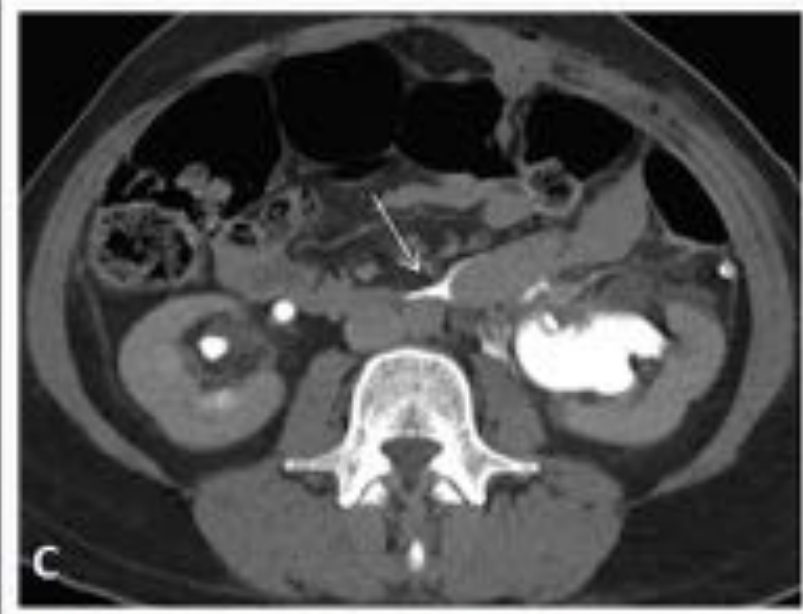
Urinoma por fallo de sutura de pieloplastia: TC con contraste iv en fases portal (A) y tardía (B, C y D). Camallos postquirúrgicos en hemiabdomen izquierdo/retroperitoneales en relación a pieloplastia laparoscópica izquierda. En la fase tardía se objetiva extravasación de orina hacia el espacio perirrenal izquierdo con extensión al peritoneo (entre asas).
